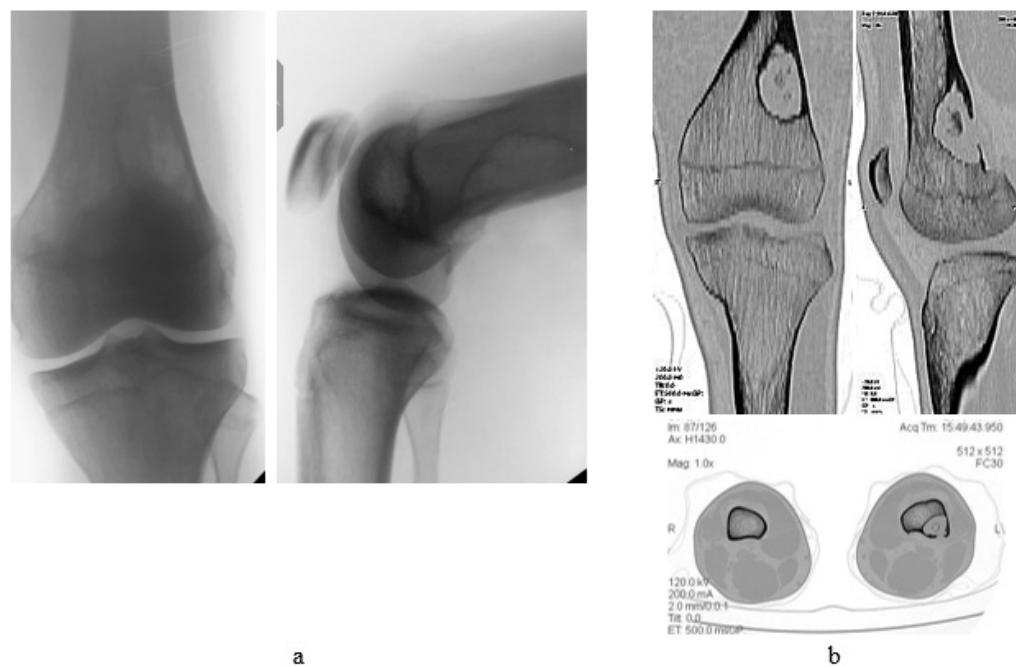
Plain radiographs (a), CT-images (b) of 16-year old male patient with verified benign fibrous histiocytoma
